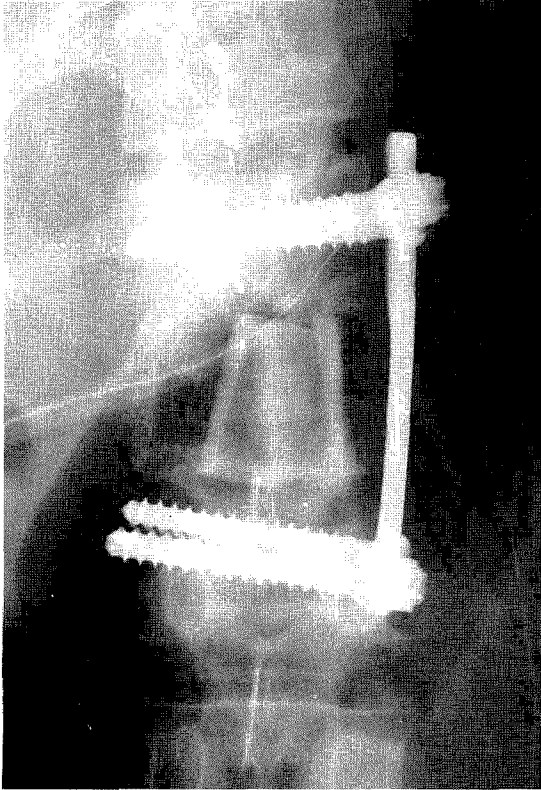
Post-operative radiographs showing complete corpectomy of 12th vertebral body, rib and plate and screws.
